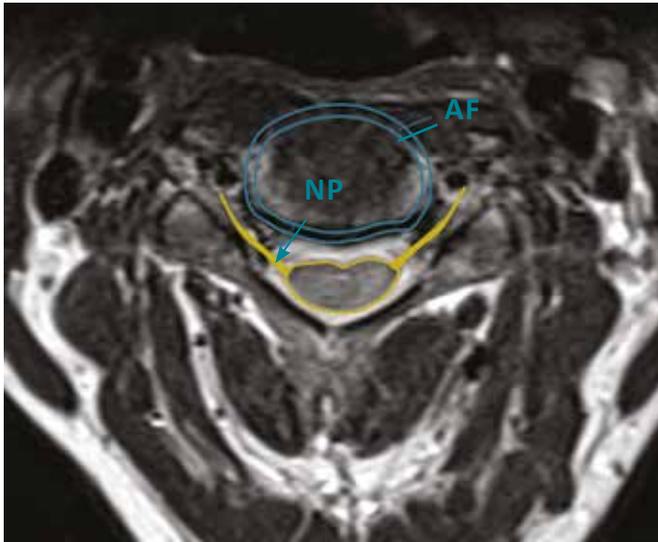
Coupe axiale (T2 en IRM) d'un disque cervical normal. Notez le trajet du neuroforamen par rapport au disque. AF : Annulus Fibrosus, NP; Nucleus Pulposus. En jaune le cordon médullaire et les racines. En bleu, le trajet le plus classique de sortie de la hernie : dans le neuroforamen.
